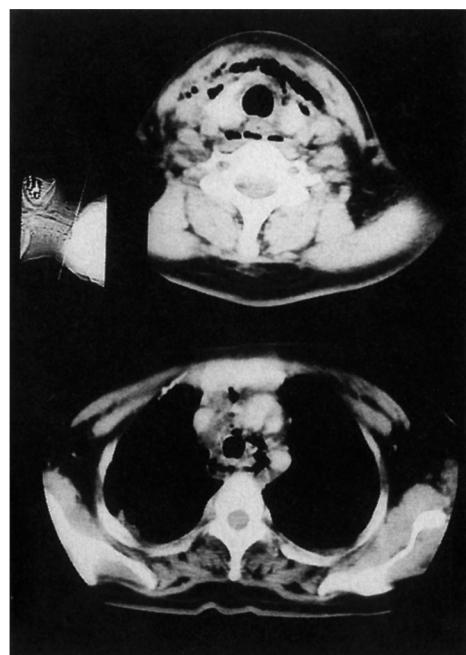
CT scan showing low density area with diffuse gases from fascial space of neck and retopharyngeal space to mediastinum
